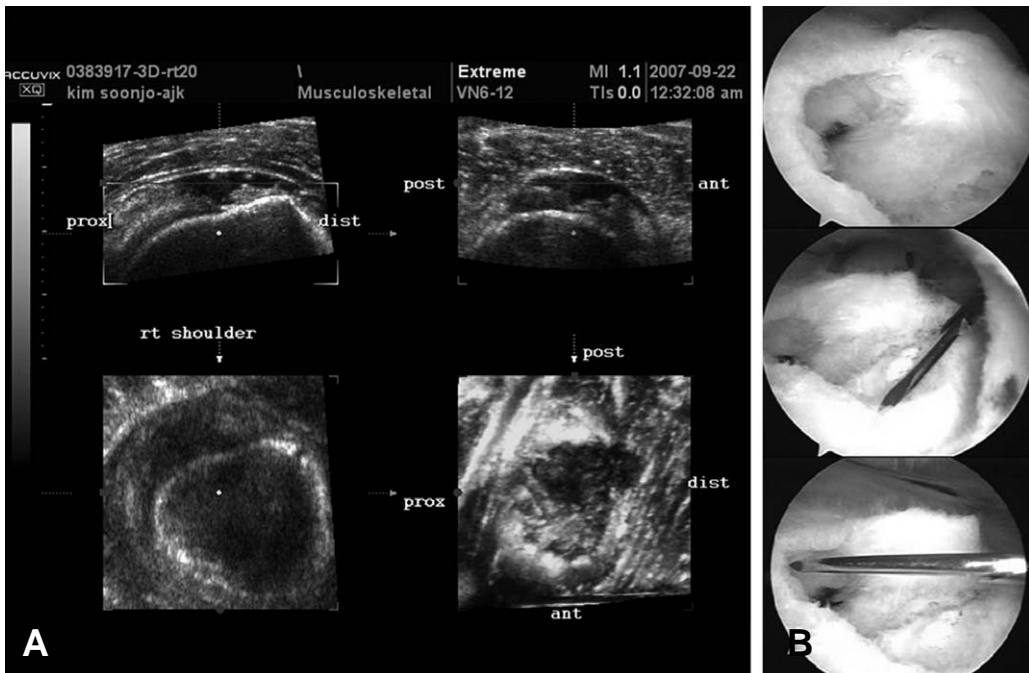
(A) Preoperative three dimensional ultrasonography. (B) Intraoperative measurement
